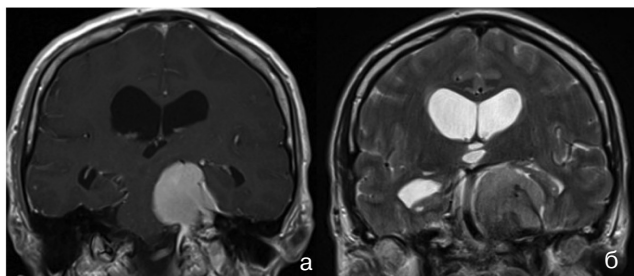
Менингіома мосто-мозочкового кута МРТ дослідження: на T1-WI з в/в контрастуванням (а) видно "дуальний хвіст"; T2-WI (б) — яскравий "обідок спинномозкової рідини"
